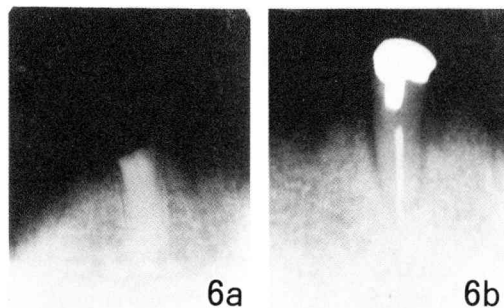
Radiographs of right submerged root (a) and left overlaid tooth (b) 78 months after the operation. Alveolar bone surrounding right cuspid was not resorbed and maintained at the same height as the amputated root surface. Alveolar bone surrounding left cuspid was markedly resorbed.
